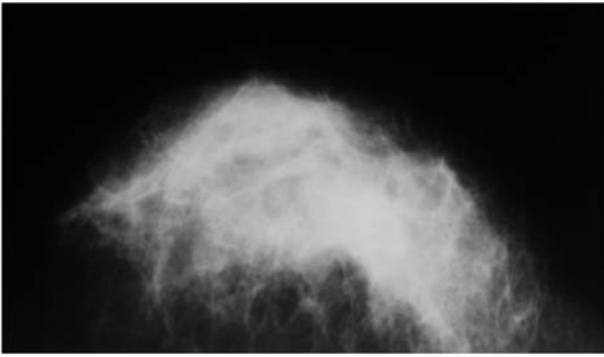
Рентгенограмма пациентки Т., 45 л. Воспалительный процесс правой грудной железы. На рентгенограмме отмечается диффузное усиление структурного рисунка, выраженная отёчность кожи и подкожно-жирового слоя, усиление васкуляризации всей грудной железы.
